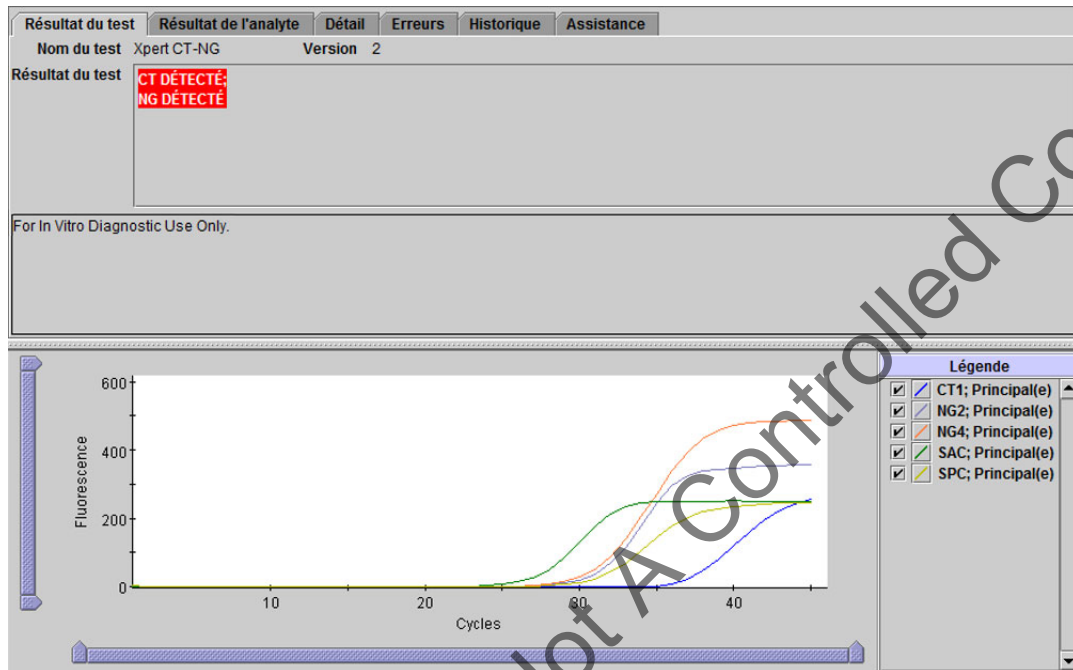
Xpert CT\_NG - CT détecté et NG détecté
